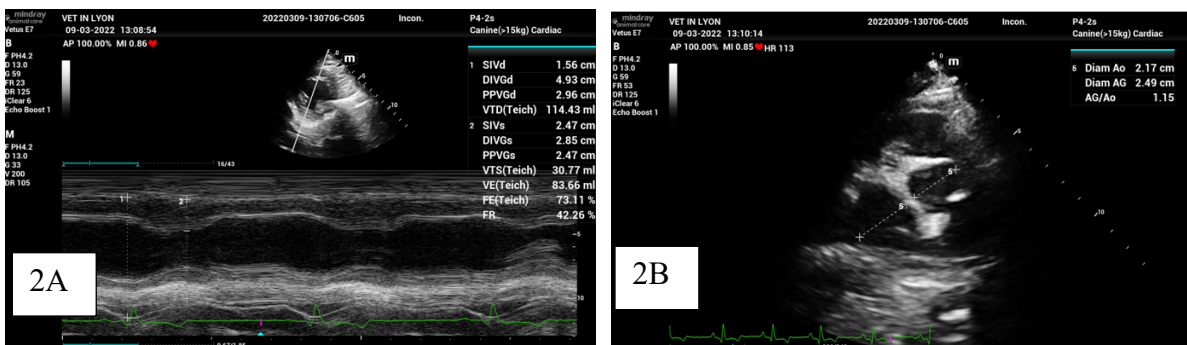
Mode temps mouvements sur une coupe petit axe parasternale droite transpapillaire.
